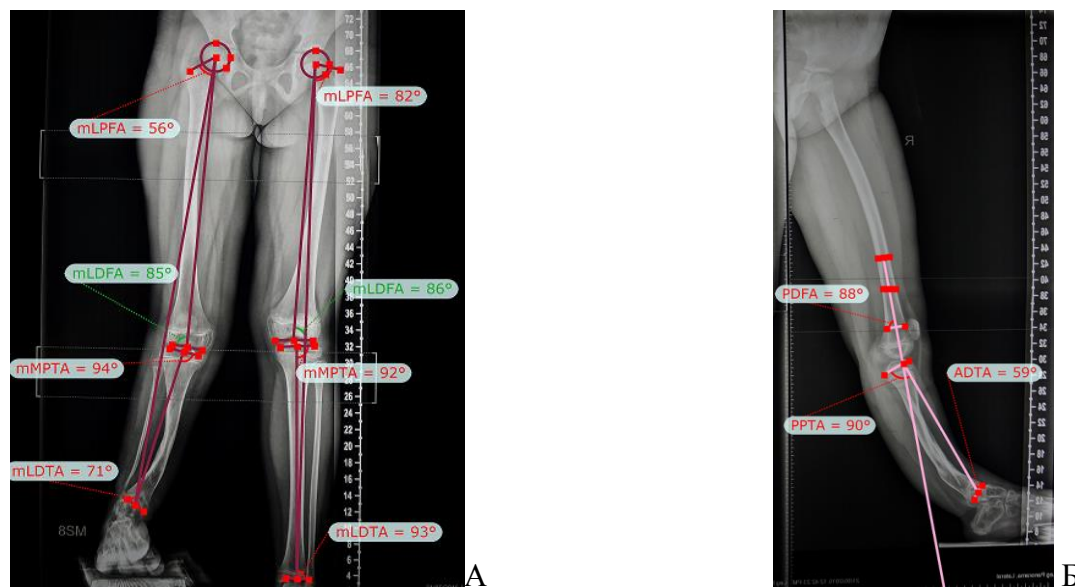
Рентгенограммы пациента с консолидированным ВЛСКГ с определёнными значениями референтных углов большеберцовой кости перед выполнением коррекции деформаций: А- переднезадняя проекция, Б-боковая проекция.
